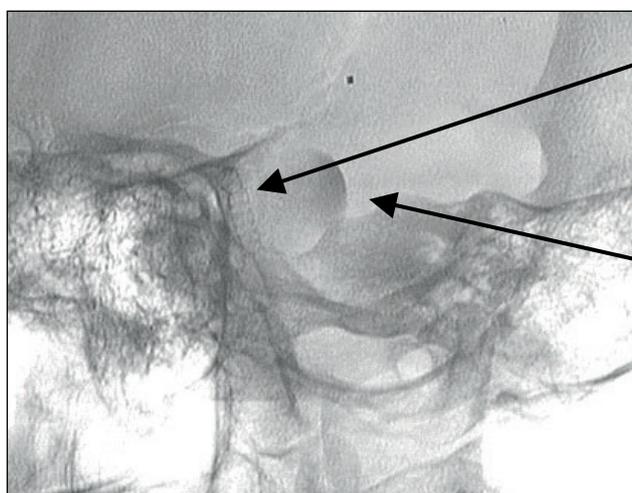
Послеоперационная рентгенокраниоскопия больной С. (левая полубоковая проекция)
